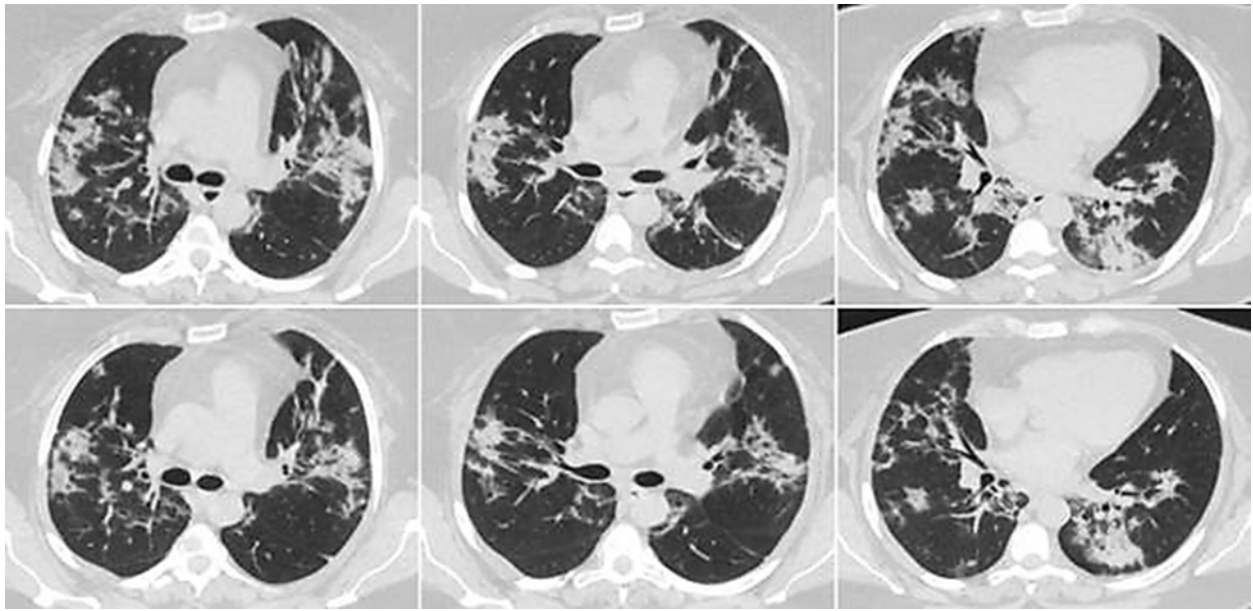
КТ ОГК в аксиальной проекции на соответствующих уровнях. COVID-19. Верхний ряд — 10 мая 2020 г., нижний — 15 мая 2020 г. В динамике наблюдается небольшое уменьшение объема уплотнений, симптом консолидации сохраняется. Скорее всего, данные изменения представлены участками ОП
